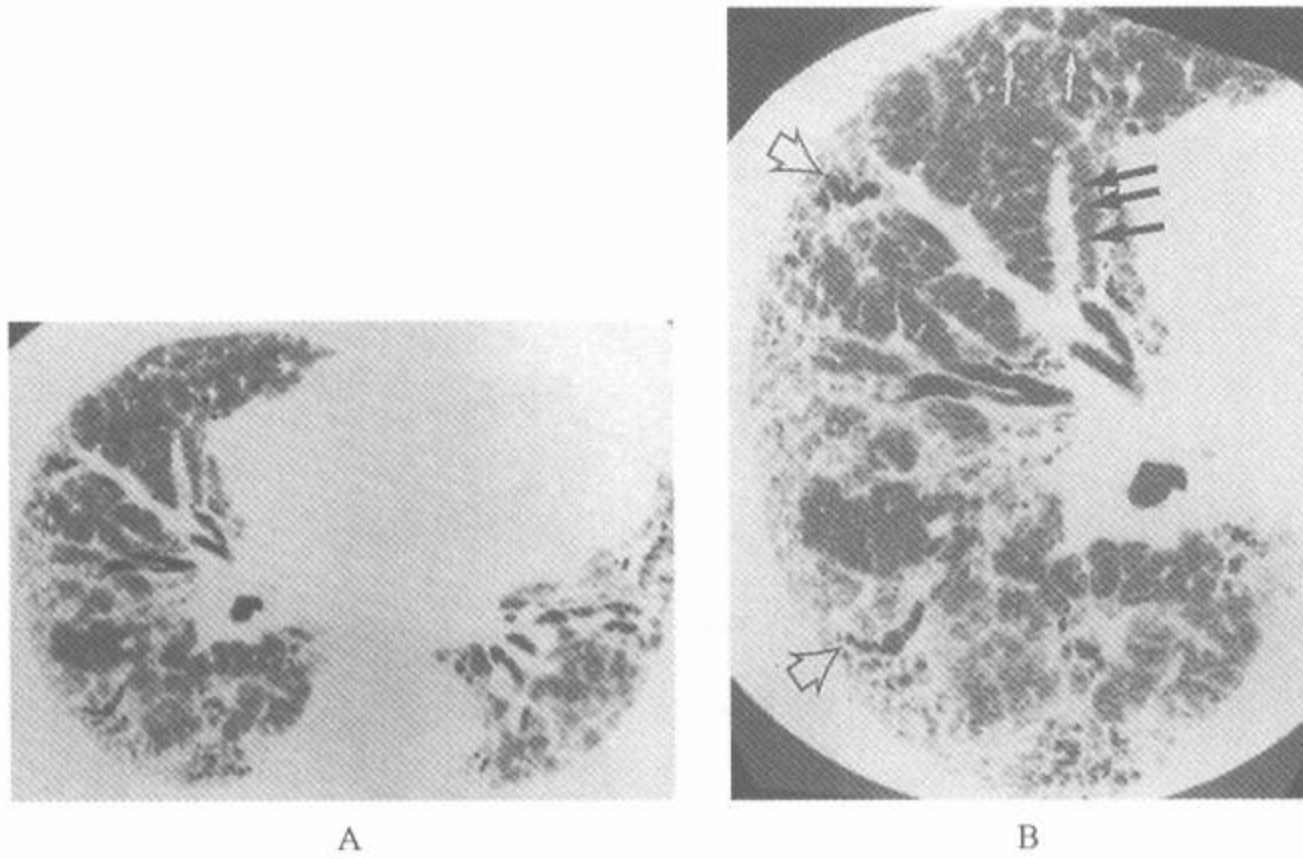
特发性肺间质纤维化的 HRCT 表现:以周围部,胸膜下分布为主的纤维化
